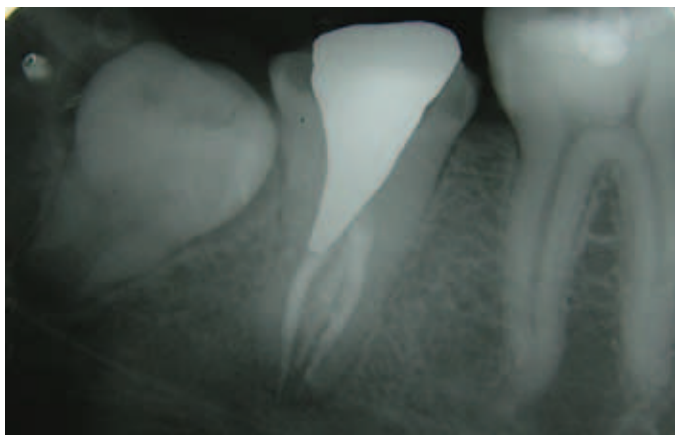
Radiografia de controle - 04 anos.
